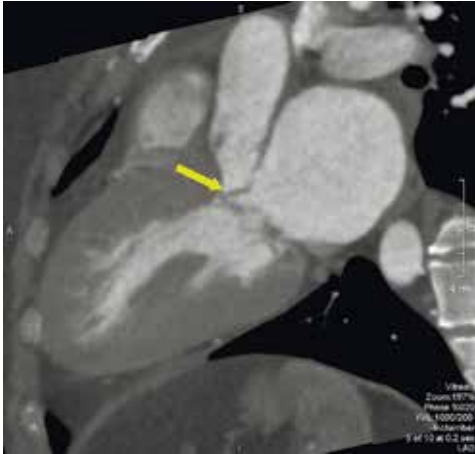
КТ-серця у трикамерній позиції, що демонструє підтягування ПСМК (позначена стрілкою) у ВТЛШ під час систоли в пацієнта із симетричною формою ГКМП
